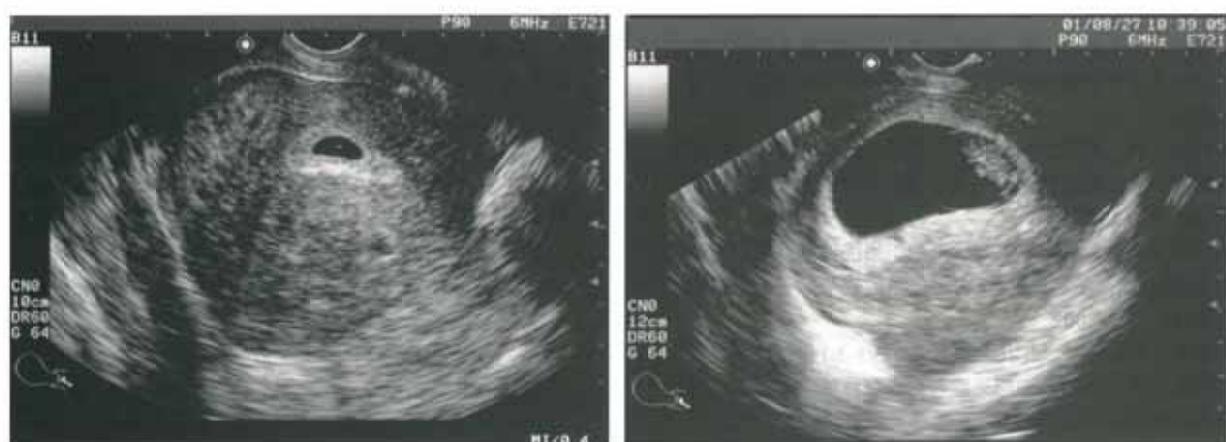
妊娠 6 週、妊娠 10 週の経腔超音波所見。初期胎盤像は腺筋症病変側に認められる。
